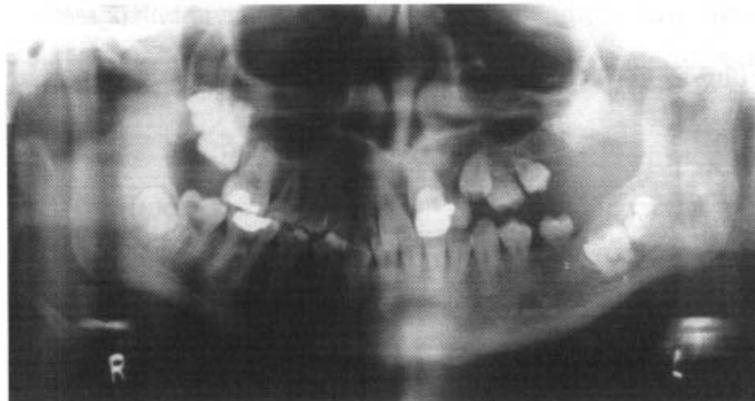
Radiografía panorámica de un paciente de 20 años tratado con 5600 cGy de radiación a la edad de 5 años para rhabdomyosarcoma. morfología de la raíz atípica, dientes sin raíz y erupción dentaria atrasada.<sup>5</sup>
